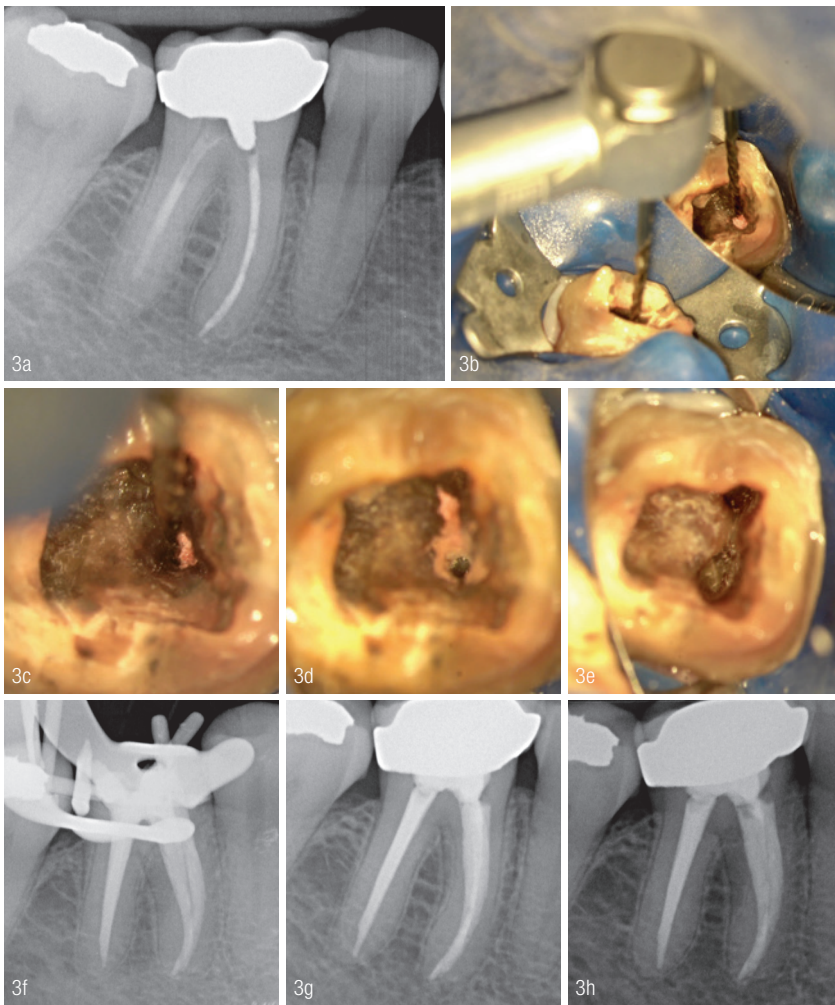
Revision eines ersten Unterkiefermolaren – Zahn 46. Präoperative Röntgenaufnahme a), Remover wird am Eingang des mesiolingualen Kanals positioniert b) und dringt allmählich in die Guttapercha vor c), Einrücken Remover nach erstem zentralen Vordringen d), mesiale Kanäle nach Formung und mechanischer Spülung e), Kontrolle des Master Cones f), postoperativ zentriert g) und postoperativer Versatz h).
